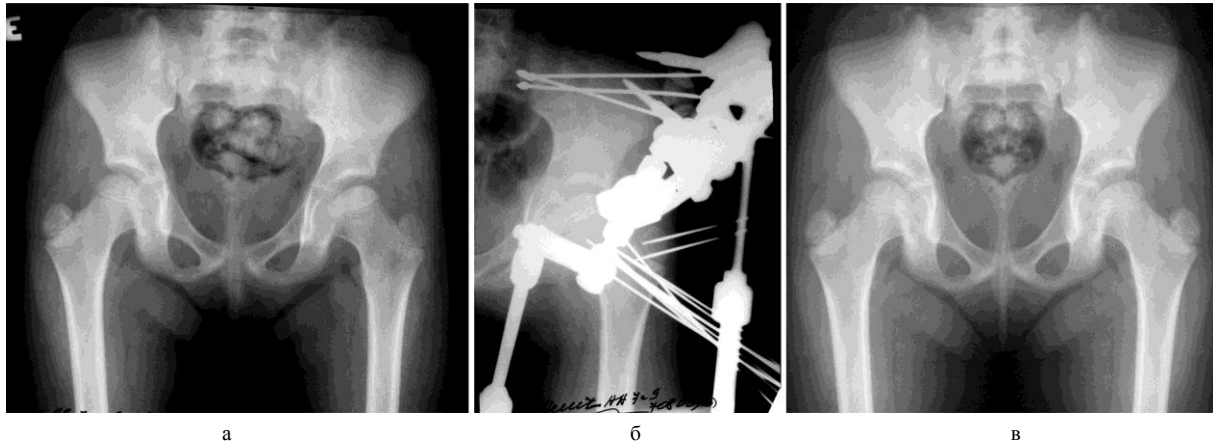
Рентгенограммы больной С., 7 лет: а – до лечения; б – в процессе лечения; в – после лечения
